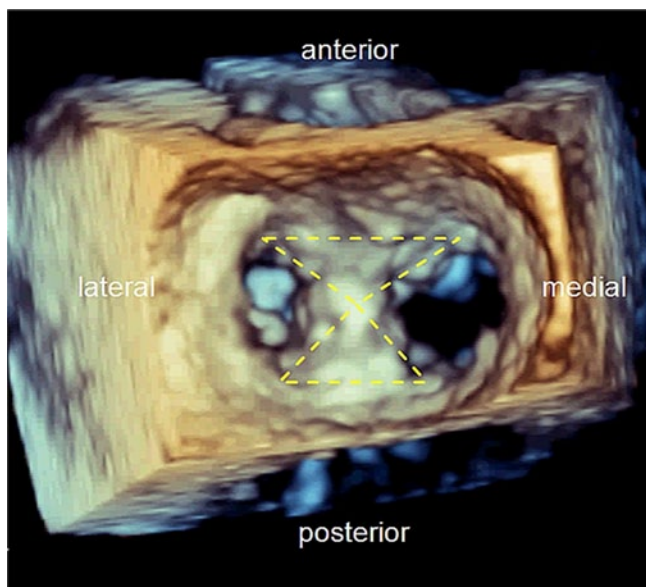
◀ Linksatriale echokardiographische 3-D-Ansicht auf die neu entstandene Gewebebrücke und die beiden Mitralklappenöffnungen
